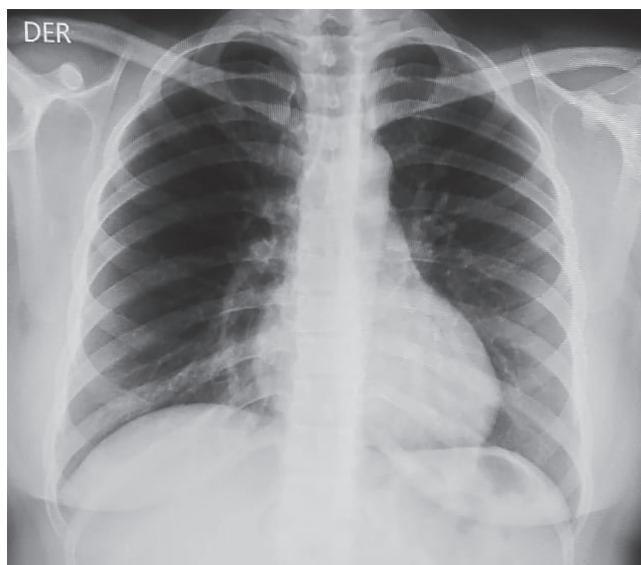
Radiografía de tórax previa a la infección por COVID-19. No se evidencian alteraciones radiológicas.
